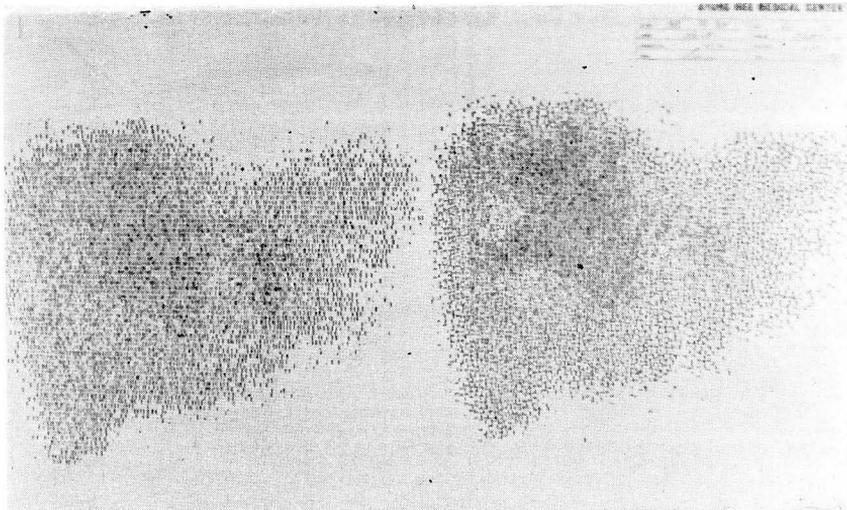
The two direction scintigram, right, reveals more clearly delineated pathology with sharp margin, (multiple liver abscess).
